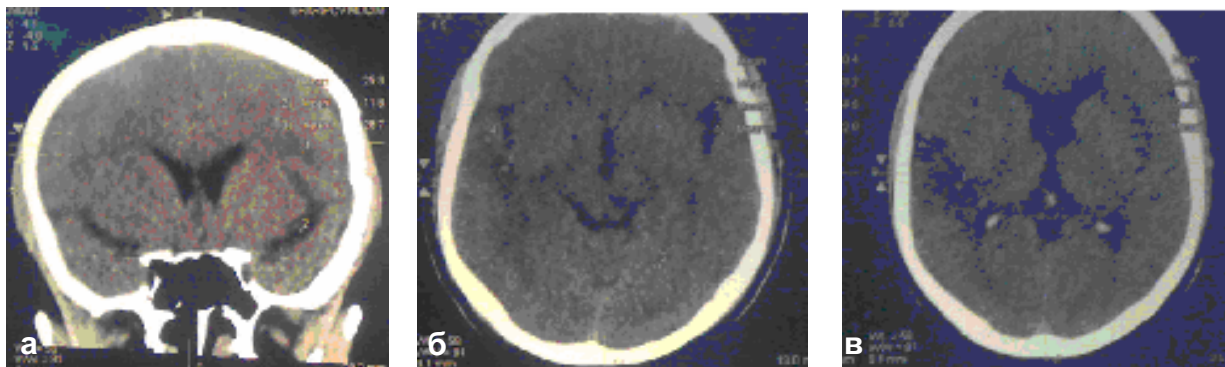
КТ исследование больного И., 40 лет (через 2 мес.): а) фронтальный срез; б,в) аксиальные срезы. Структурных изменений в ткани мозга нет.
